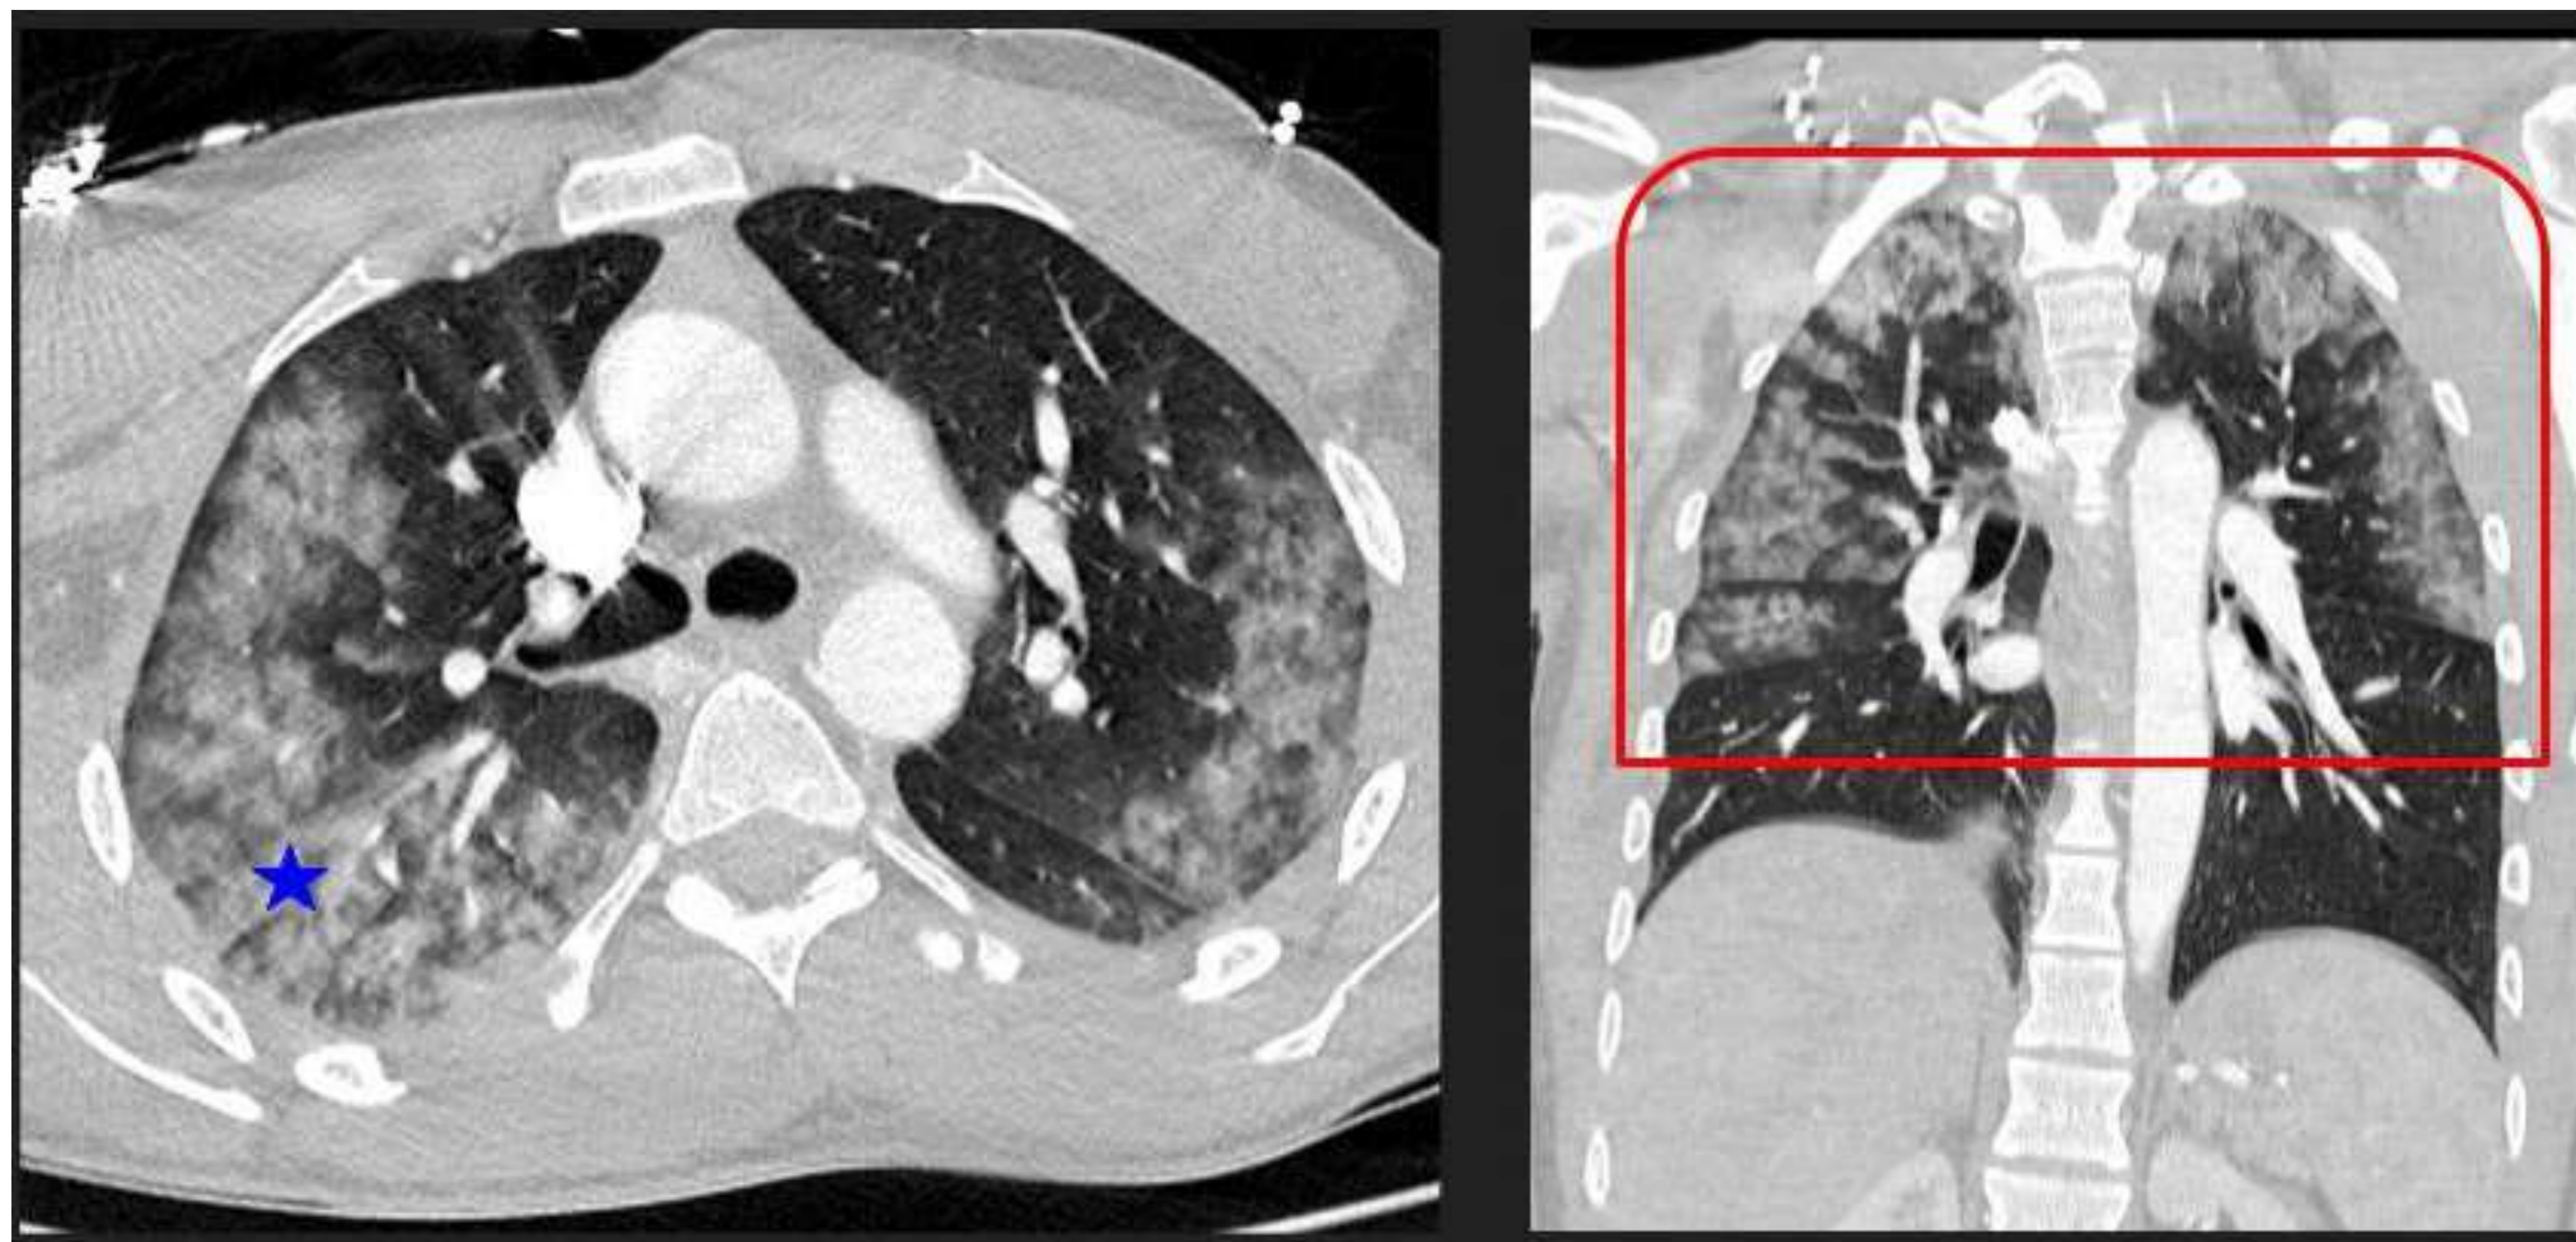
Paciente con neumonitis por aspiración. Las imágenes de la TC muestran extensas áreas bilaterales de opacidades en vidrio esmerilado (★) predominantemente en los LLSS, LM y las regiones apicales de los LLII, compatibles con neumonitis química.
